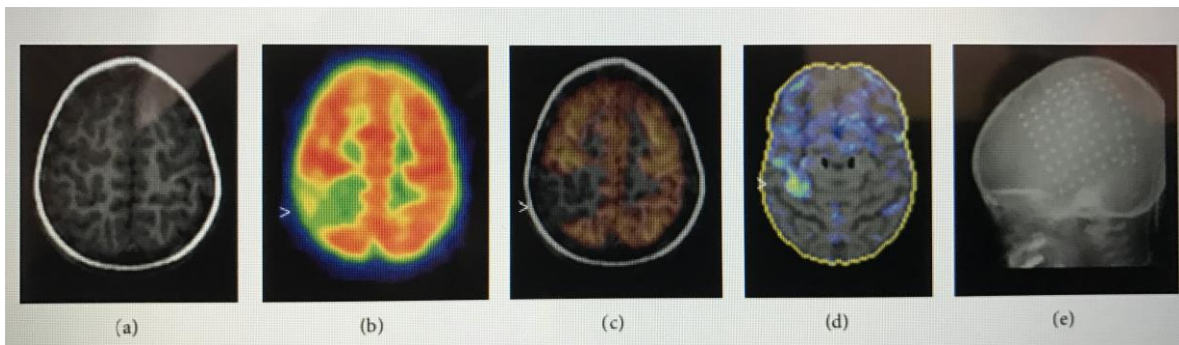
Mujer de dos años con epilepsia parcial intratable y retraso en el desarrollo. a) La RM es normal. b) Reducción focal de FDG F-18 en el lóbulo parietal superior derecho que representa el foco epileptogénico (punta de flecha). c) Imagen de fusión de MR-PET. Reducción focal de FDG en el lóbulo parietal superior derecho que representa el foco epileptogénico (punta de flecha). d) 3D-SSP mapa muestra una reducción significativa de F-18 FDG (punta de flecha). e) La colocación de electrodos intracraneales guiados por F-18 FDG PET se muestra en la radiografía de cráneo. Tomada de Kim, S. & Mountz, J. M. (2011). SPECT Imaging of Epilepsy: An Overview and Comparison with F-18 FDG PET. *International Journal of Molecular Imaging*, 2011.
